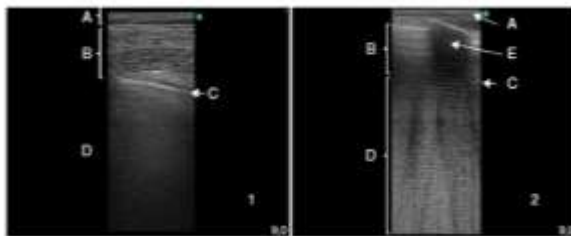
Pared Torácica. A: piel. B: capa muscular. C: línea pleural. D: parénquima pulmonar. E: costilla y sombra acústica.⁴ Quintana Gordon, F. B., y B. Nacarino Alcorita. Basic lung ultrasound. Part 1. Normal lung ultrasound and diseases of the chest wall and the pleura. *REDAR*. 2015; 62 (6): 322-36.
